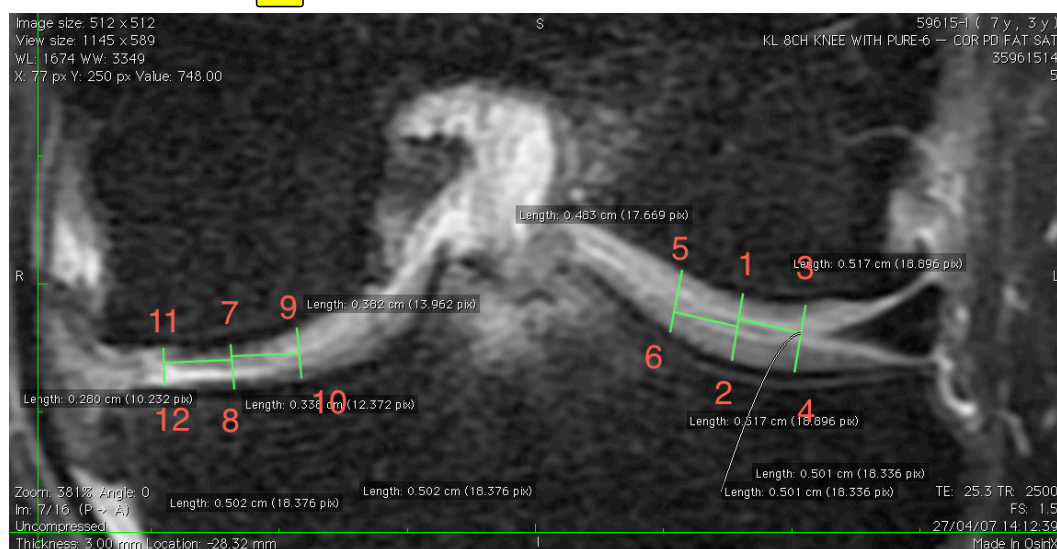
Mesures de l'espace intra-articulaire sur l'IRM
